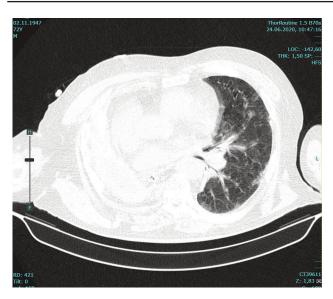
Фронтальная томограмма ОГК от 24.06.2020г. Fig. 3. Frontal tomogram of the chest organs from June 24, 2020
